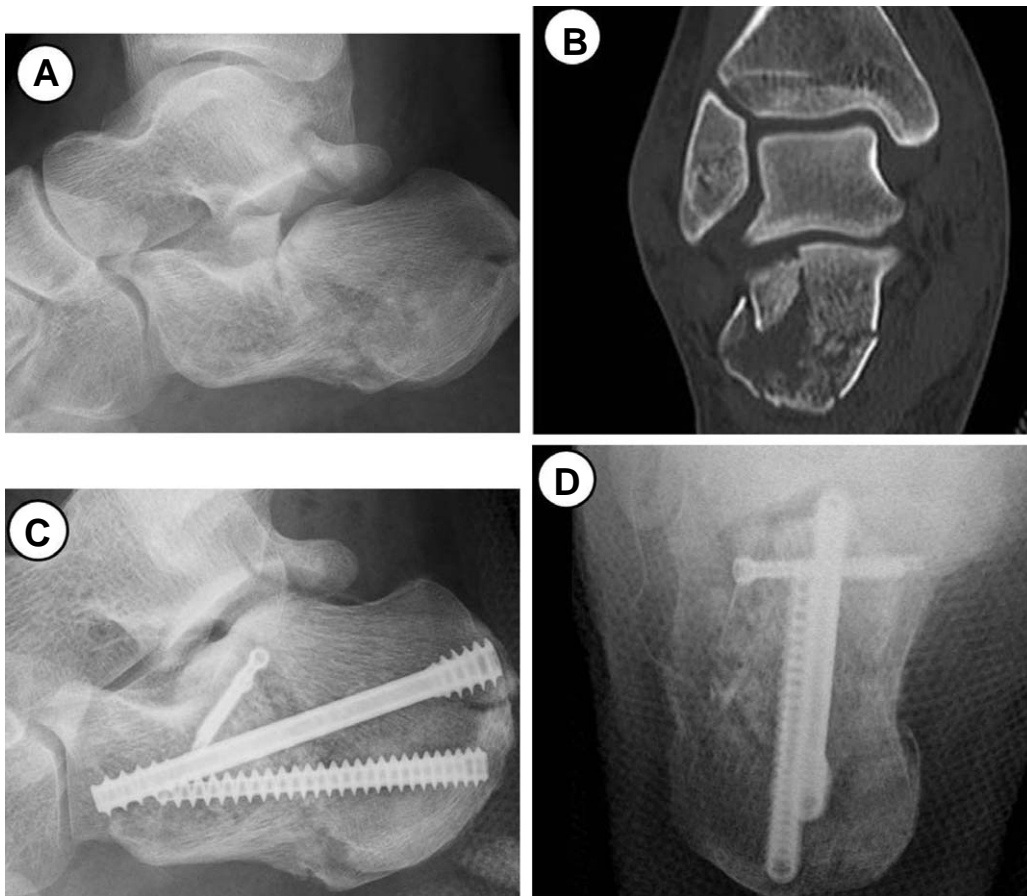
Plain radiographs of 41 years old male patient. (A) Preoperative radiograph showing displaced intraarticular calcaneal fracture. (B) Preoperative CT image shows the type of subtalar joint involvement (Sanders type IIA). (C-D) Postoperative radiographs showing internal fixation using headless compression screws.
